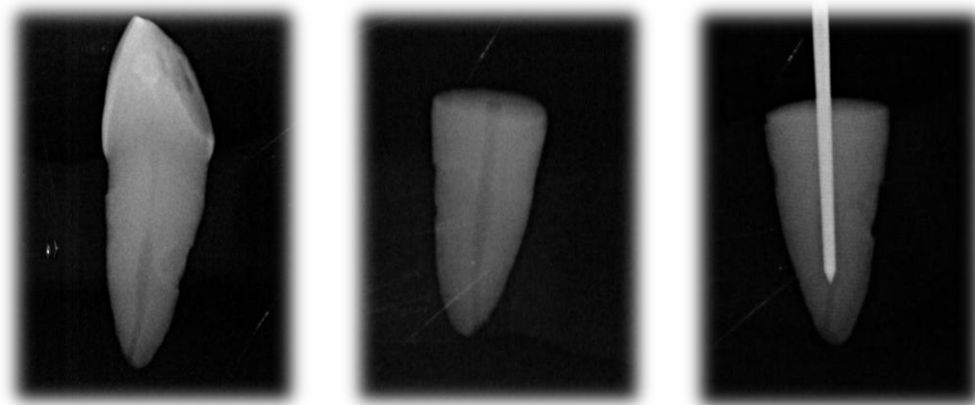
Röntgenaufnahme vor Aufbereitung und Dekapitation, Kontrolle nach Aufbereitung mit und ohne Spreader
